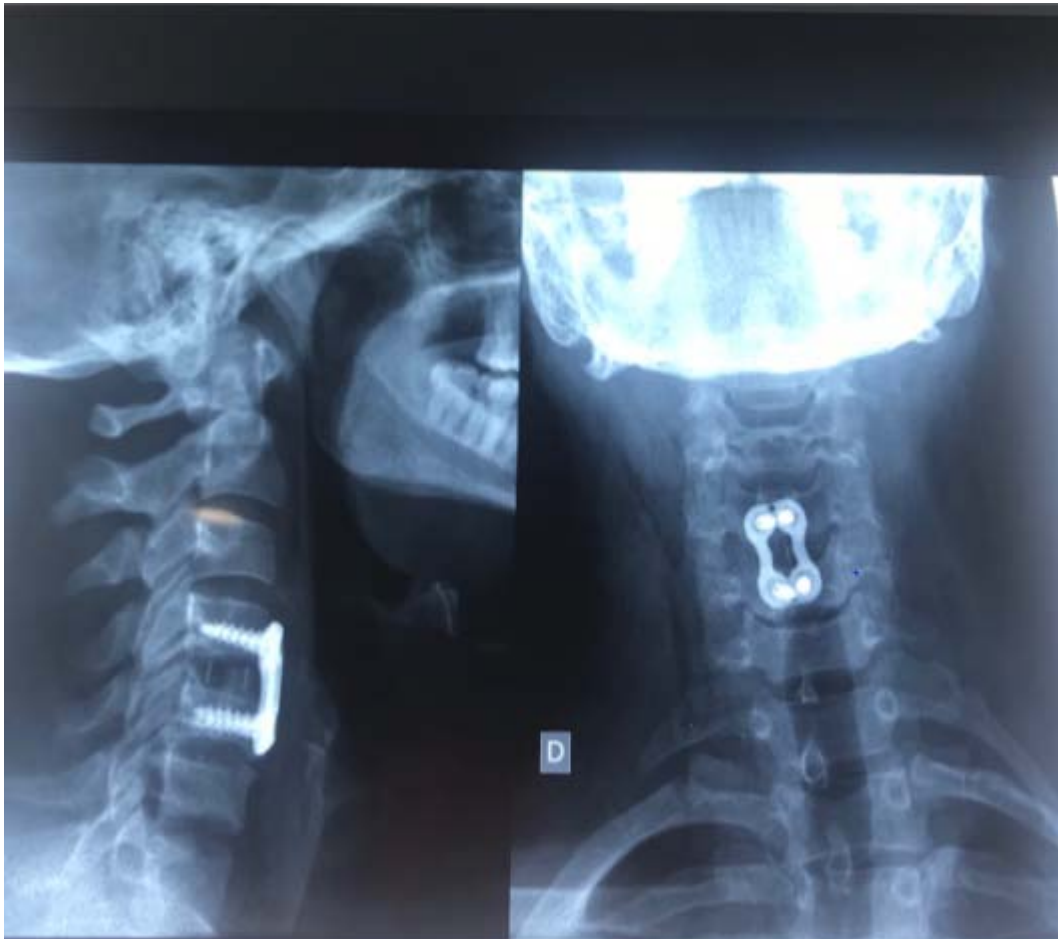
Radiographie standard postopératoire du rachis cervical après réduction et stabilisation de la luxation par un abord antérieur.
